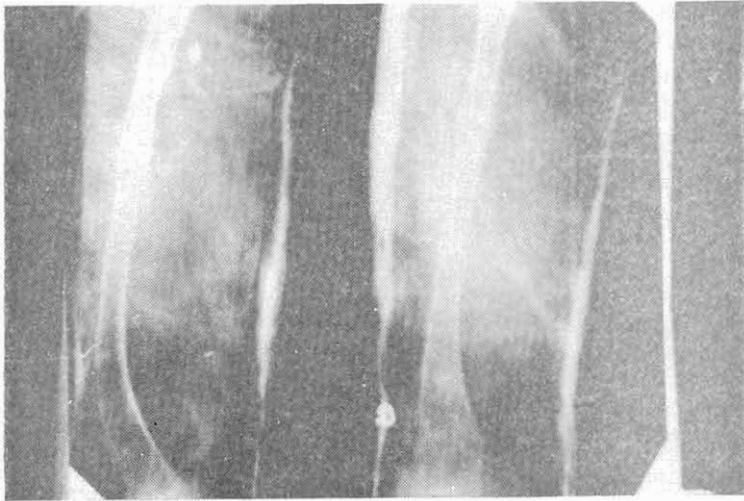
En esta figura, y en las dos siguientes, se aprecian fracturas antiguas consolidadas con marcado deformación del hueso. En la radiografía derecha del fémur, este muestra fractura en vías de consolidación.
